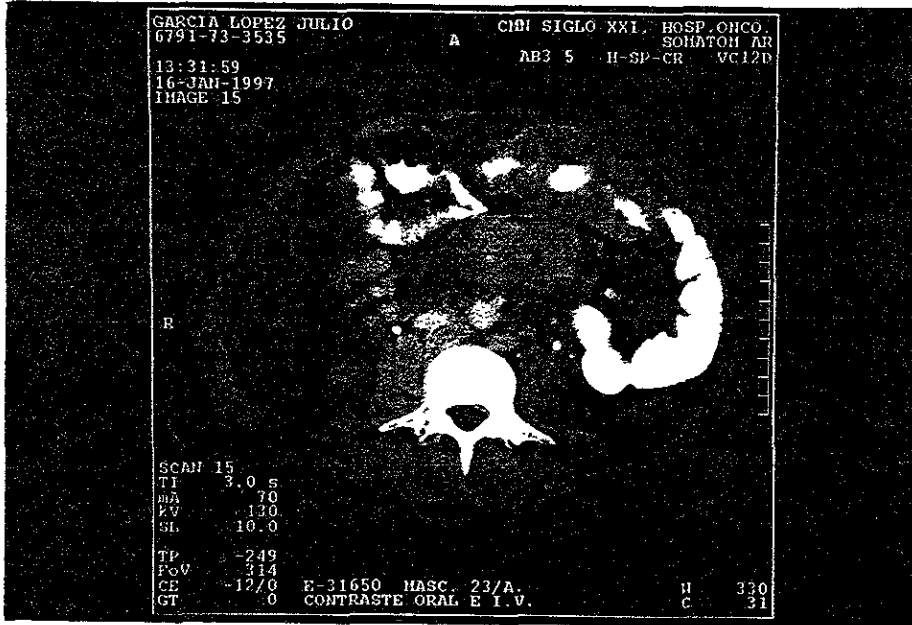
Corte de tomografía computada en la cual se demuestra engrosamiento de la pared intestinal con invasión extraluminal en un segmento de yeyuno, así como adenopatías retroperitoneales.
